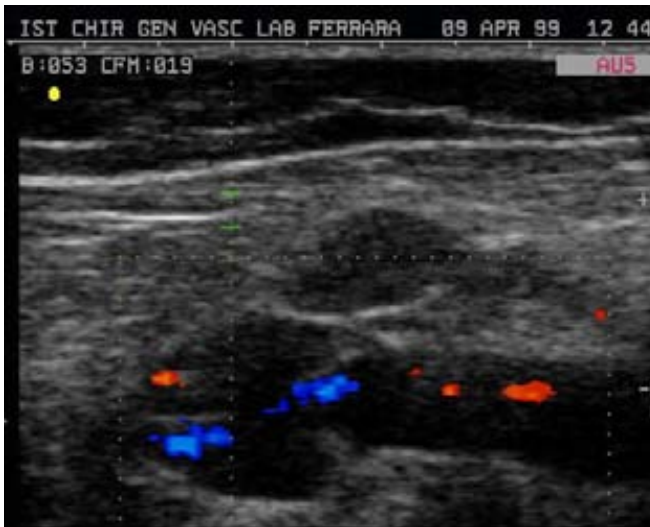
Dilatazione di vena poplitea all'ecocolorDoppler in corso di intervento addominale.
